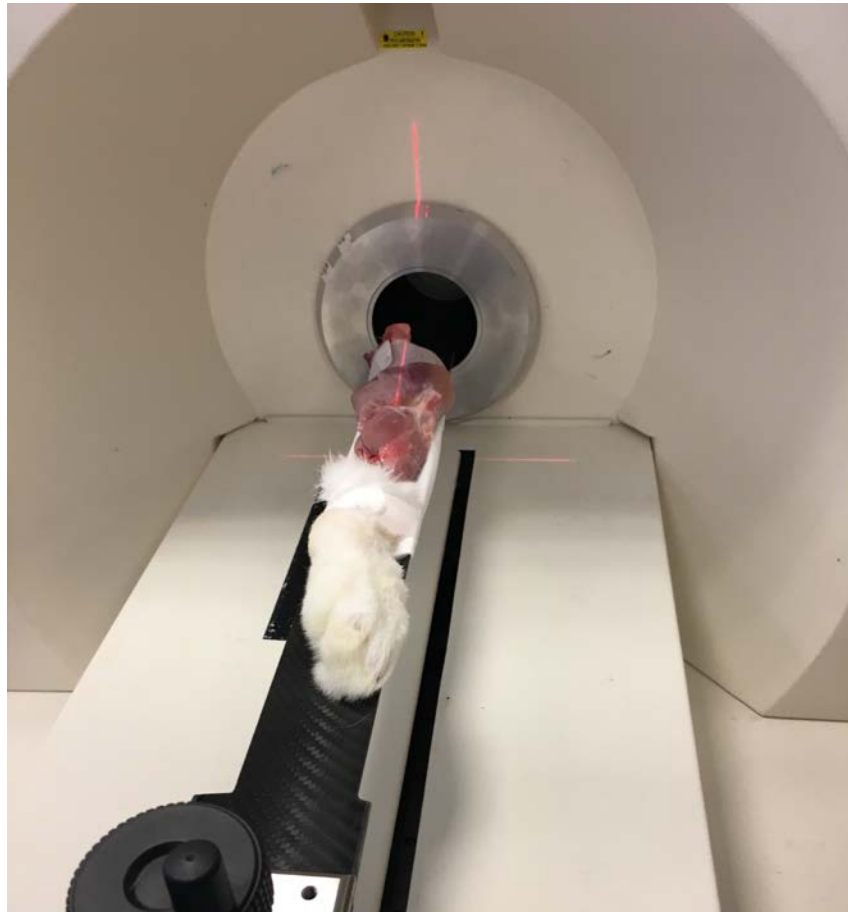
Realización de la TC de la pata de conejo
